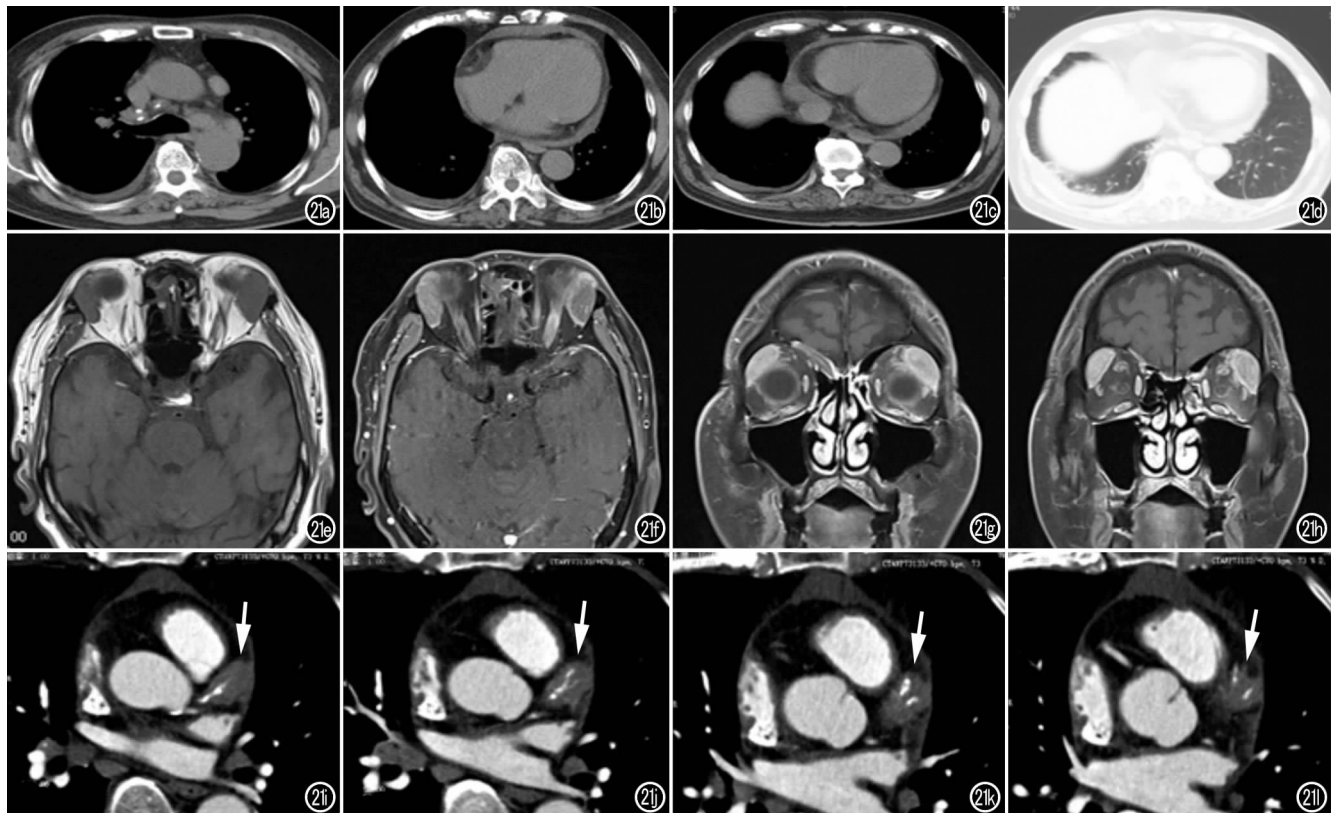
患者随访 CT。a~d)胸部 CT 示纵膈淋巴结肿大,肺部炎性病变、胸腔积液、心包积液;e~h)两侧泪腺肿大;i~l)冠状动脉 CT 示左冠状动脉管腔粗细不均,冠状动脉周围软组织密度肿块包绕,呈典型的冠状动脉包裹征或称櫛寄生征象(箭)。
